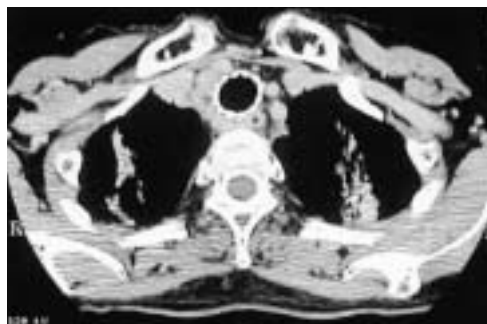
胸部CT(放射線治療後)；気管内腔は開大し腫瘍も縮小している。
